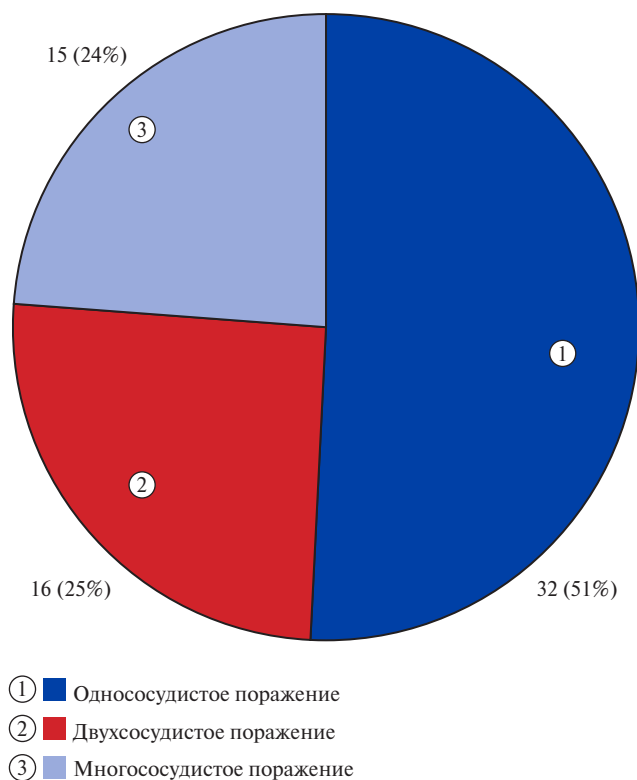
Особенности поражения КА у пациентов 1 группы по результатам проведения МСКТ КА.
